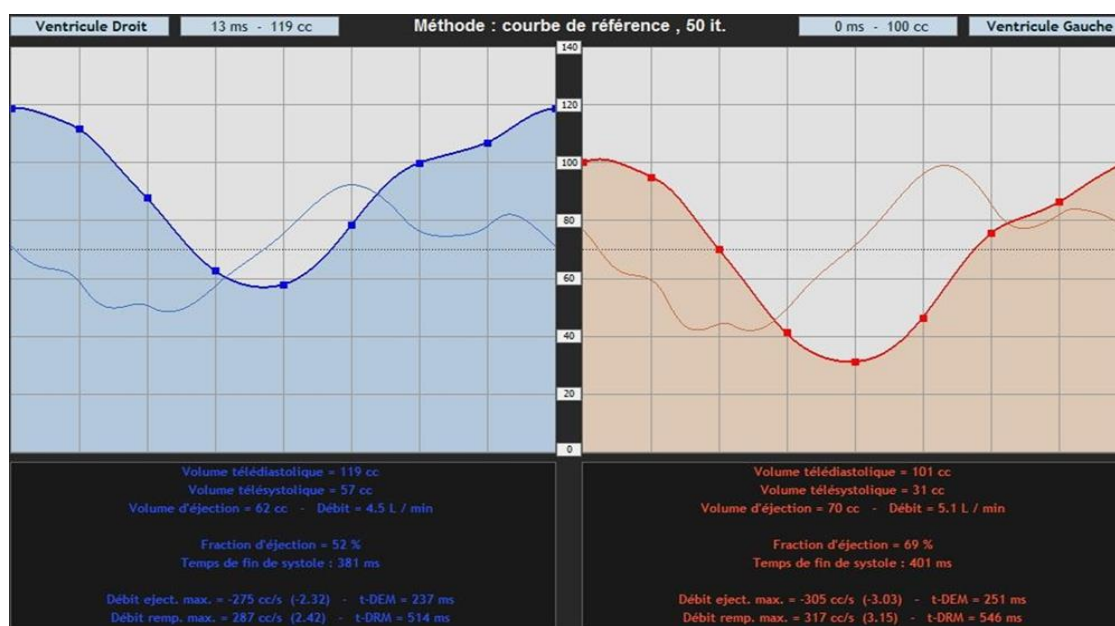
Présentation d'un exemple de résultat de FEVG tomographique
